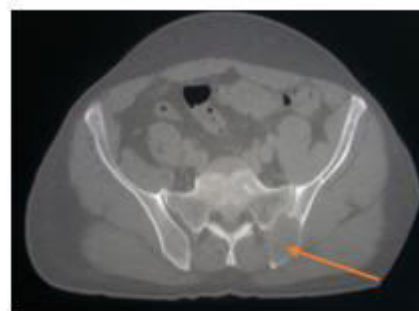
TDM pelvienne en coupe axiale en fenêtre osseuse une ostéolyse sur l'aile iliaque gauche.
